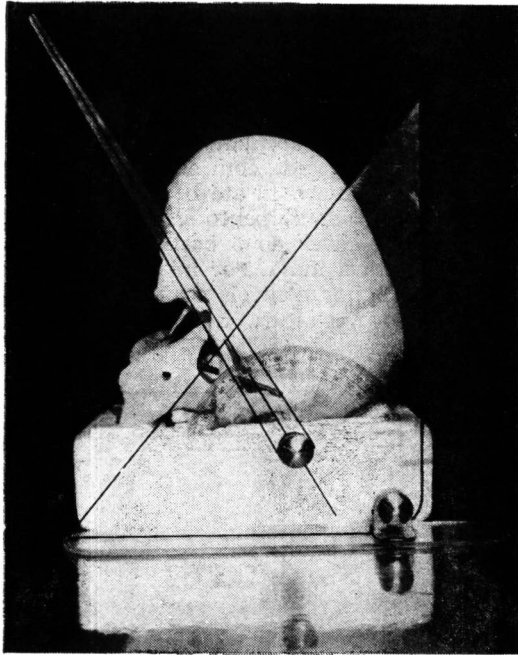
Técnica de radiografia do crânio em posição anteroposterior de CALDWELL a 30°.
